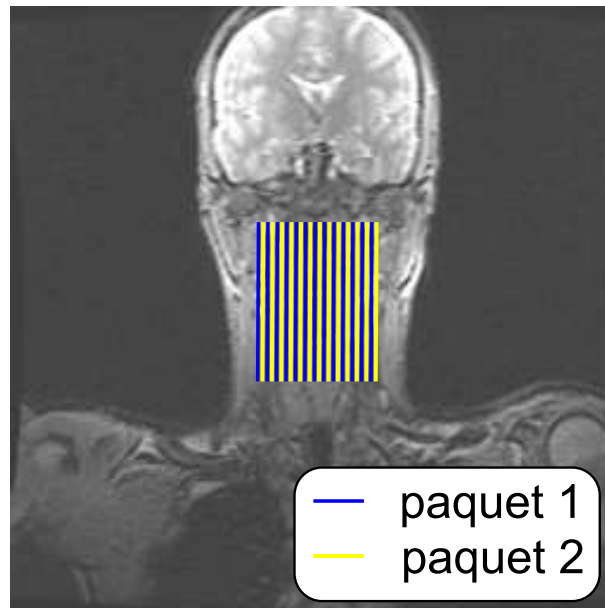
Principe d’entrelacement des coupes IRM dans notre protocole. La position des coupes sagittales qui composent une acquisition est indiquée sur fond d’une coupe coronale. Une première série de 13 images est acquise tous les 6 mm (traits bleus), puis une deuxième, identique si ce n’est qu’elle est décalée de 3 mm, est acquise dans un deuxième temps (traits jaunes).
